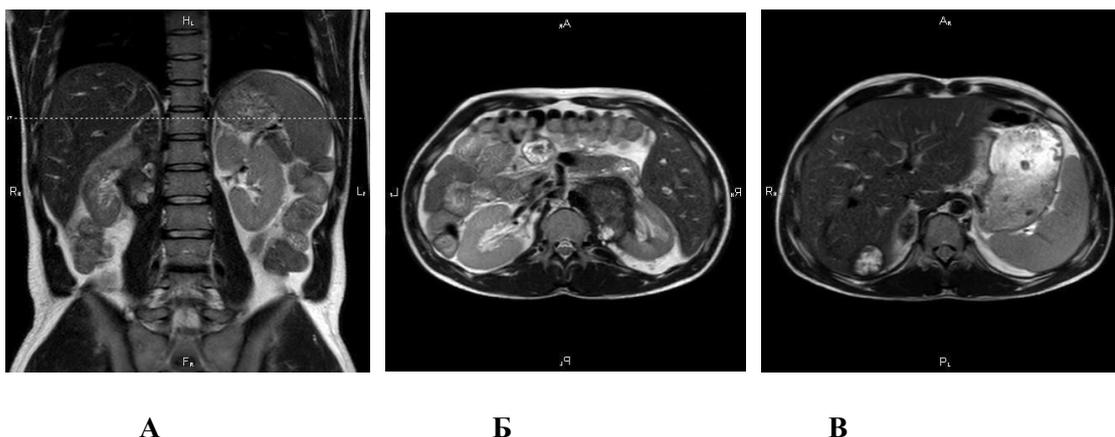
МРТ органов брюшной полости (после 4 курсов ВЕР) от 10.10.2022г.
